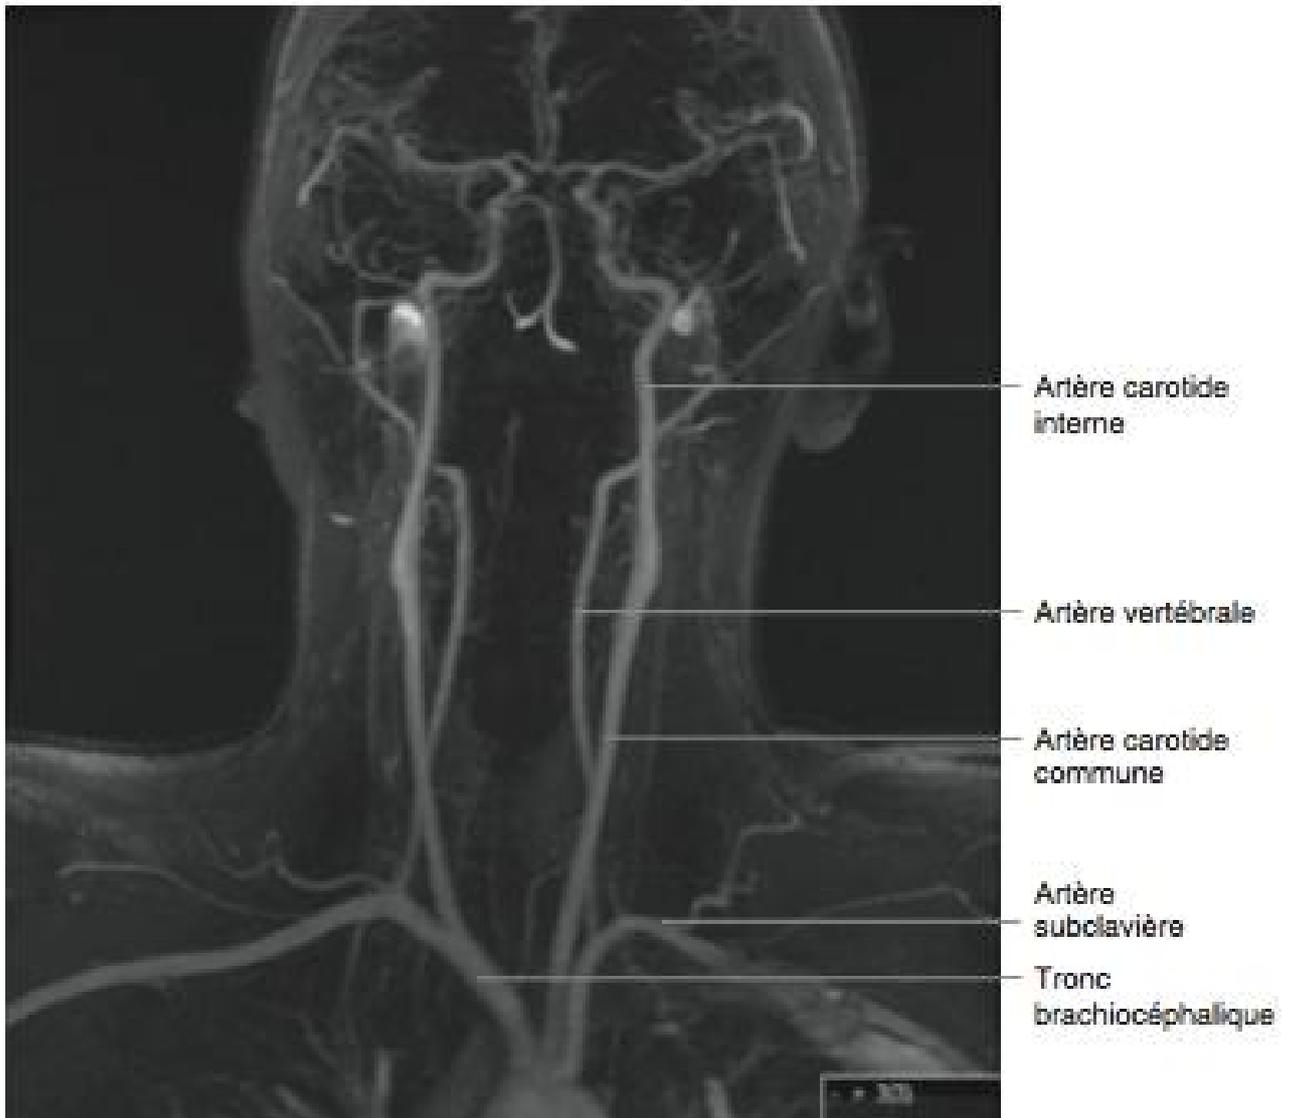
Angiographie IRM par temps de vol (time of flight), vue frontale. Les gros vaisseaux.
